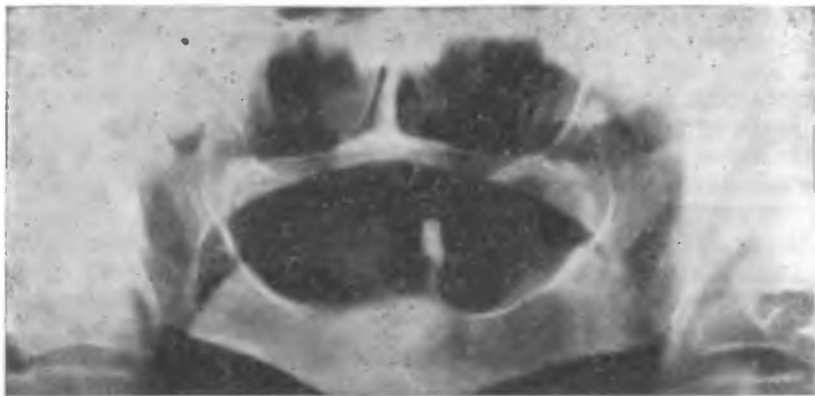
Ортопантомограмма больного с невралгией языкоглоточного нерва. Гипертрофия шиловидного отростка на стороне невралгии (слева).
